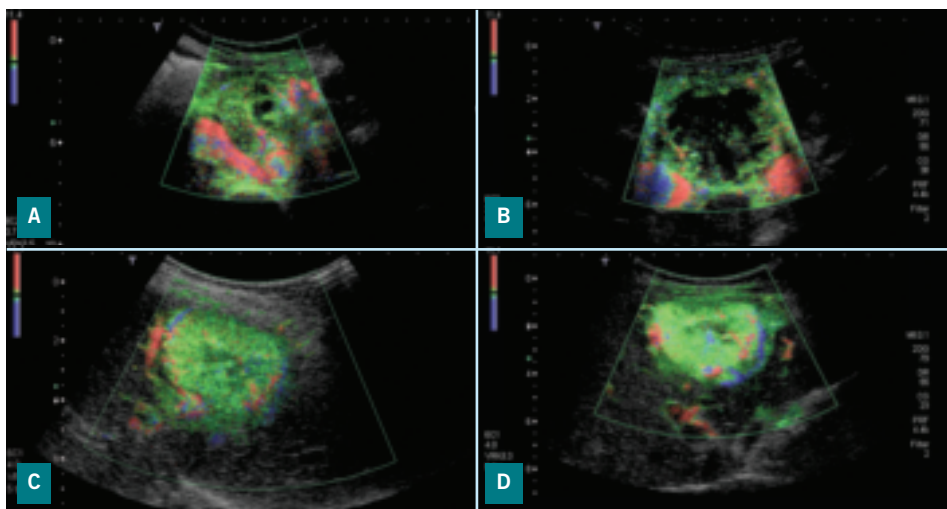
Cancer du rein métastatique : évaluation échographique avant (A, C) et 3 semaines après le début d'un traitement par sorafenib (B, D). La vascularisation tumorale apparaît en bleu ou rouge (selon le sens du flux sanguin par rapport à l'orientation de la sonde échographique). Exemples de patients bons (A, B) ou mauvais (C, D) répondeurs au traitement. Noter la nécrose tumorale centrale (B).
